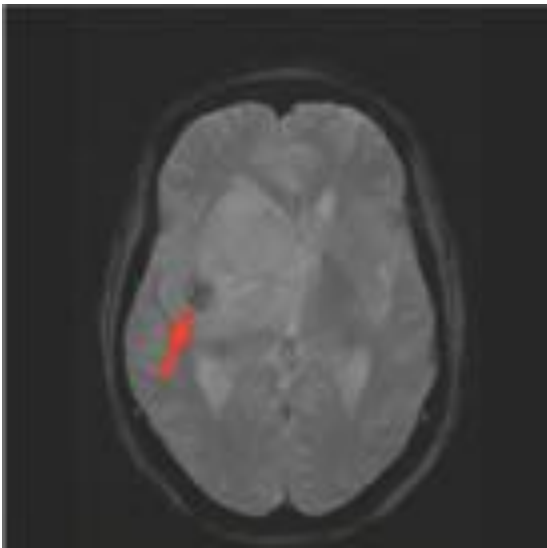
Imagen que pertenece al mismo paciente. RM secuencia axial T2*: la imagen hiperintensa en T1 muestra una baja intensidad de señal en esta secuencia (flecha). Estos hallazgos son compatibles con focos de hemorragia intratumoral. Además se observa desviación de la línea media hacia la izquierda y colapso parcial del asta ventricular frontal derecha.
